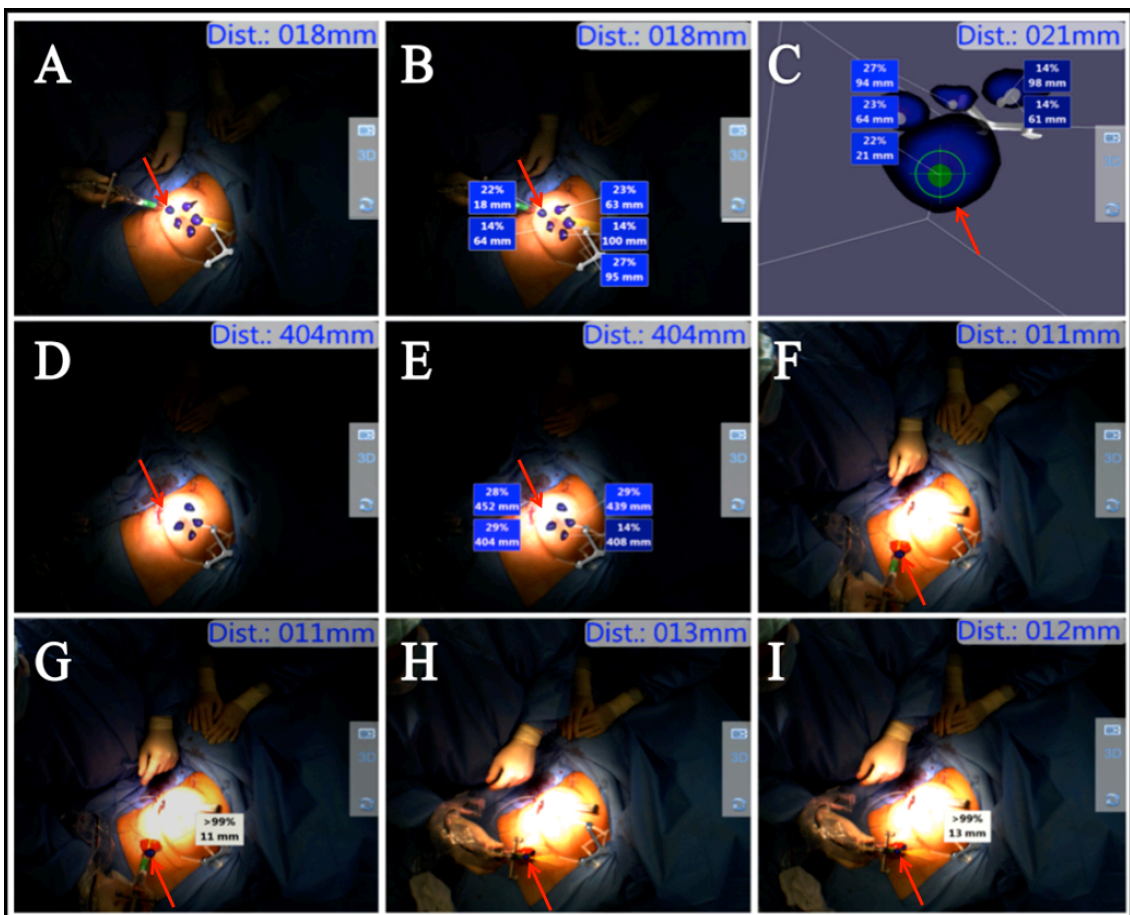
Reihenfolge der durchgeführten fhSPECT-Scans des iROLL-Verfahrens am Beispiel einer Patientin mit Mammakarzinom rechts bei 8 Uhr; (A, B, C) Präinzisionscan (erster Scan): (A) intratumoral injiziertes Radiopharmakon (roter Pfeil) und periareoläre Injektionsdepots; (B) zusätzliche Darstellung relativer Aktivitätsverteilung in den Depots; (C) exakte Tumoranvisierung (roter Pfeil) und Tiefenmessung mittels 3D-Navigationstool; (D, E) Postexzisionscan ohne verbliebene Restaktivität im Tumorbett (roter Pfeil); (F, G) Ventraler und (H, I) dorsaler Resektatscan mit entferntem intratumoralem Depot (rote Pfeile)
